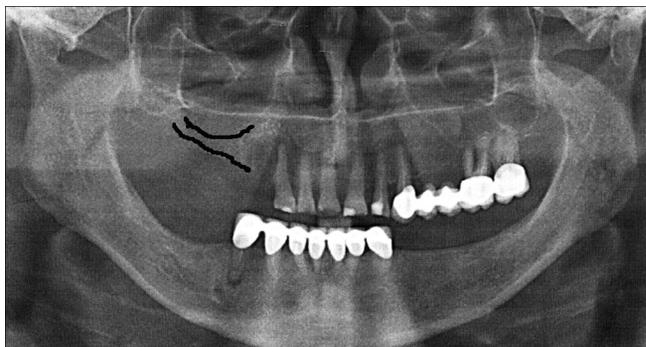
Ортопантомограмма пациентки (обведен контур альвеолярной кости и дна верхнечелюстного синуса).
